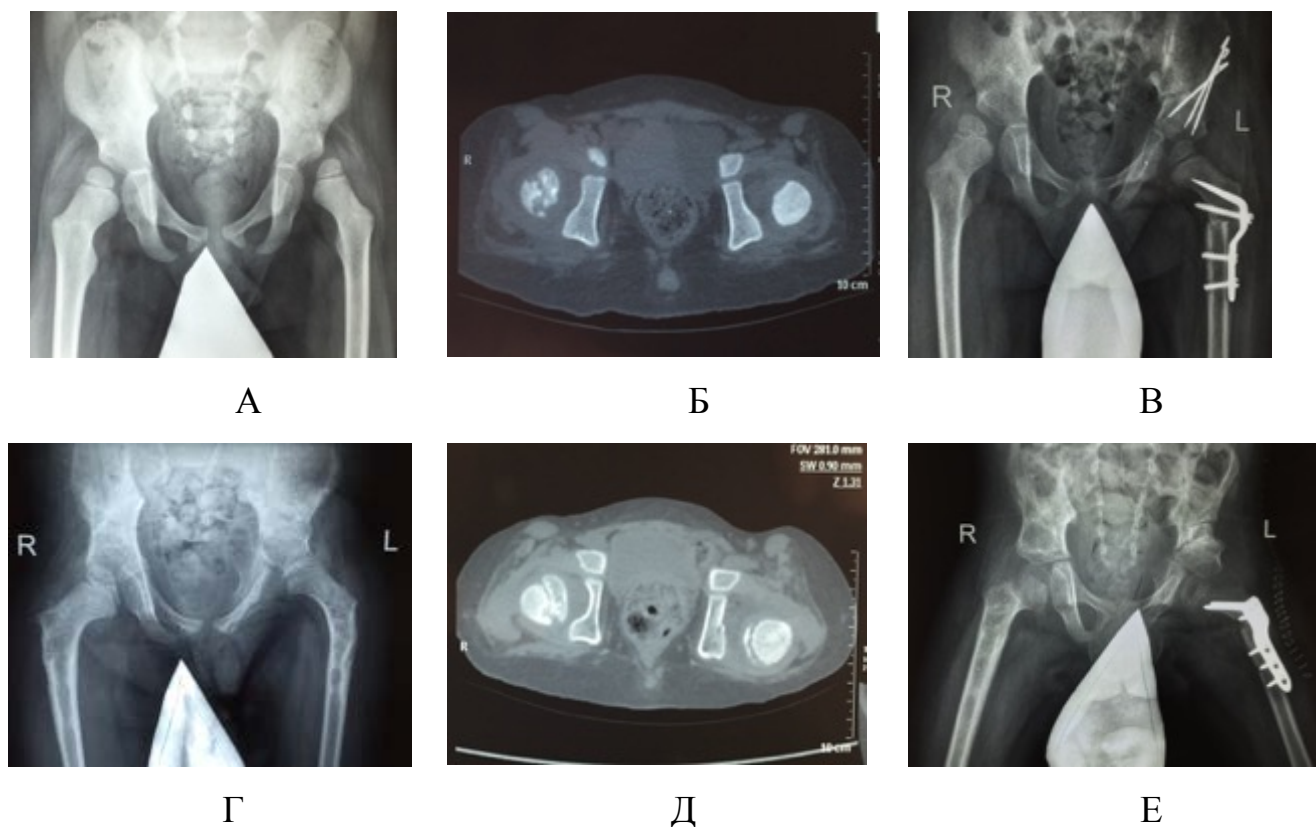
Рентгенограммы и КТ – тазобедренных суставов пациента Т. Диагноз: Последствие спинномозговой грыжи. Нейросегментарный уровень L3-L4. Подвывих бедер: А – рентгенограммы тазобедренных суставов до операции; Б – КТ тазобедренных суставов до операции; В - рентгенограммы тазобедренных суставов после выполнения транспозиции вертлужной впадины после остеотомии подвздошной кости в сочетании с остеотомией бедра; Г - рентгенограммы тазобедренных суставов через 1 год после операции; Д - КТ тазобедренных суставов после операции; Е – рентгенограммы тазобедренных суставов после выполнения ацетабулопластики в сочетании с остеотомией бедра
